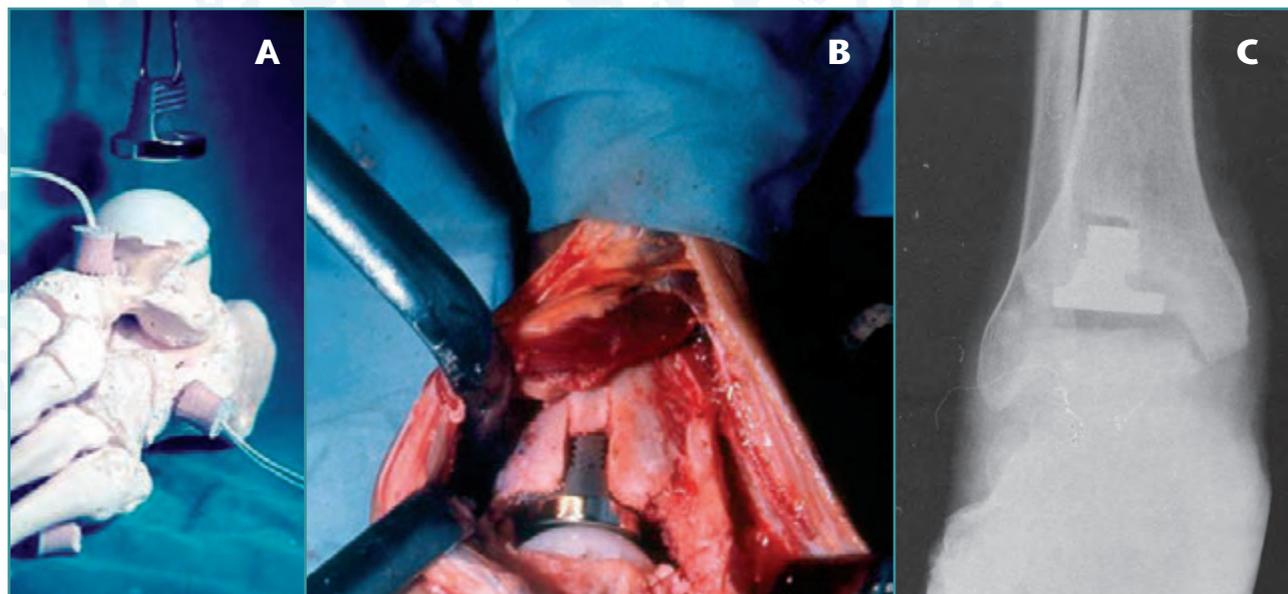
A) Prótesis de Smith. B) Implantación de una prótesis modelo troncocónico. C) Radiografía postoperatoria de una prótesis de Smith.
